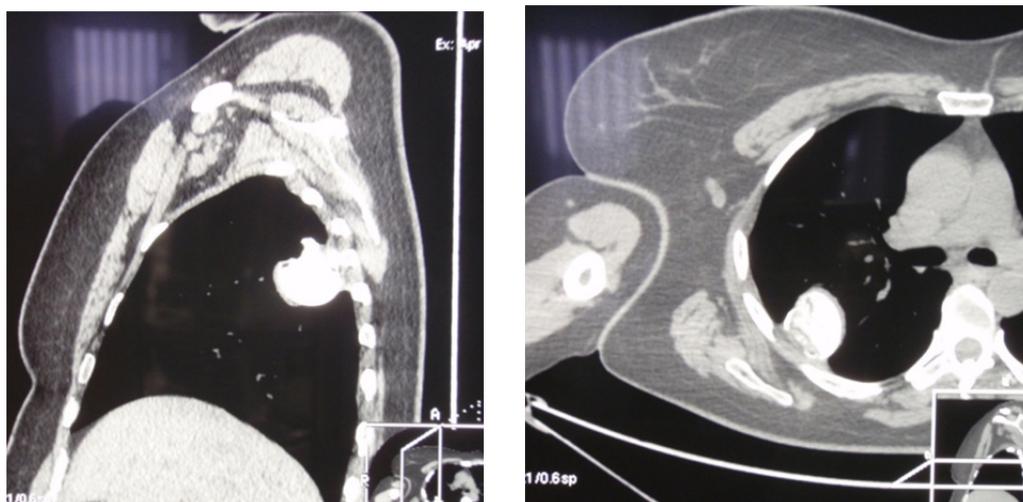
Компьютерная томограмма больной А через 10 месяцев после травмы.
